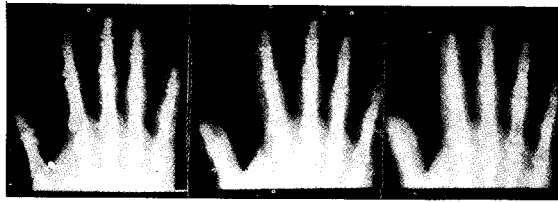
P-A radiographs of the finger in 50, 60 and 75kV
